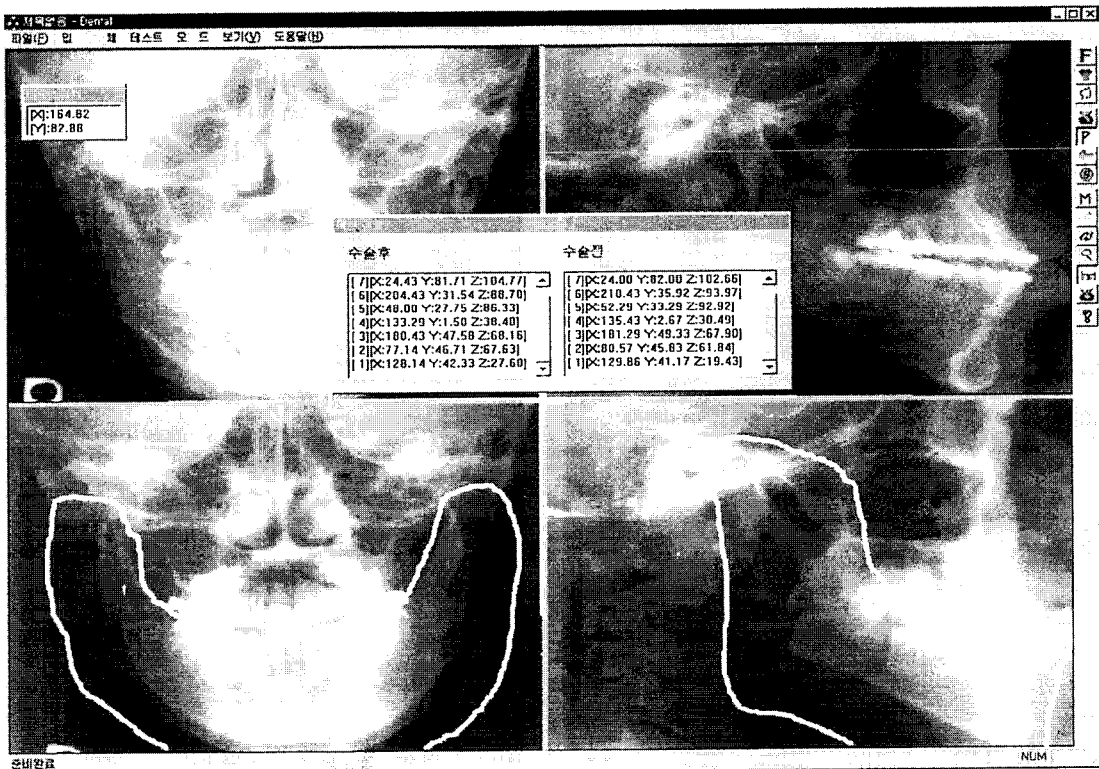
수술 전의 X-ray 필름과 수술 후의 X-ray 필름에 필요한 계측점을 표시한 후 수술이 시행된 영역을 지정한 모습
